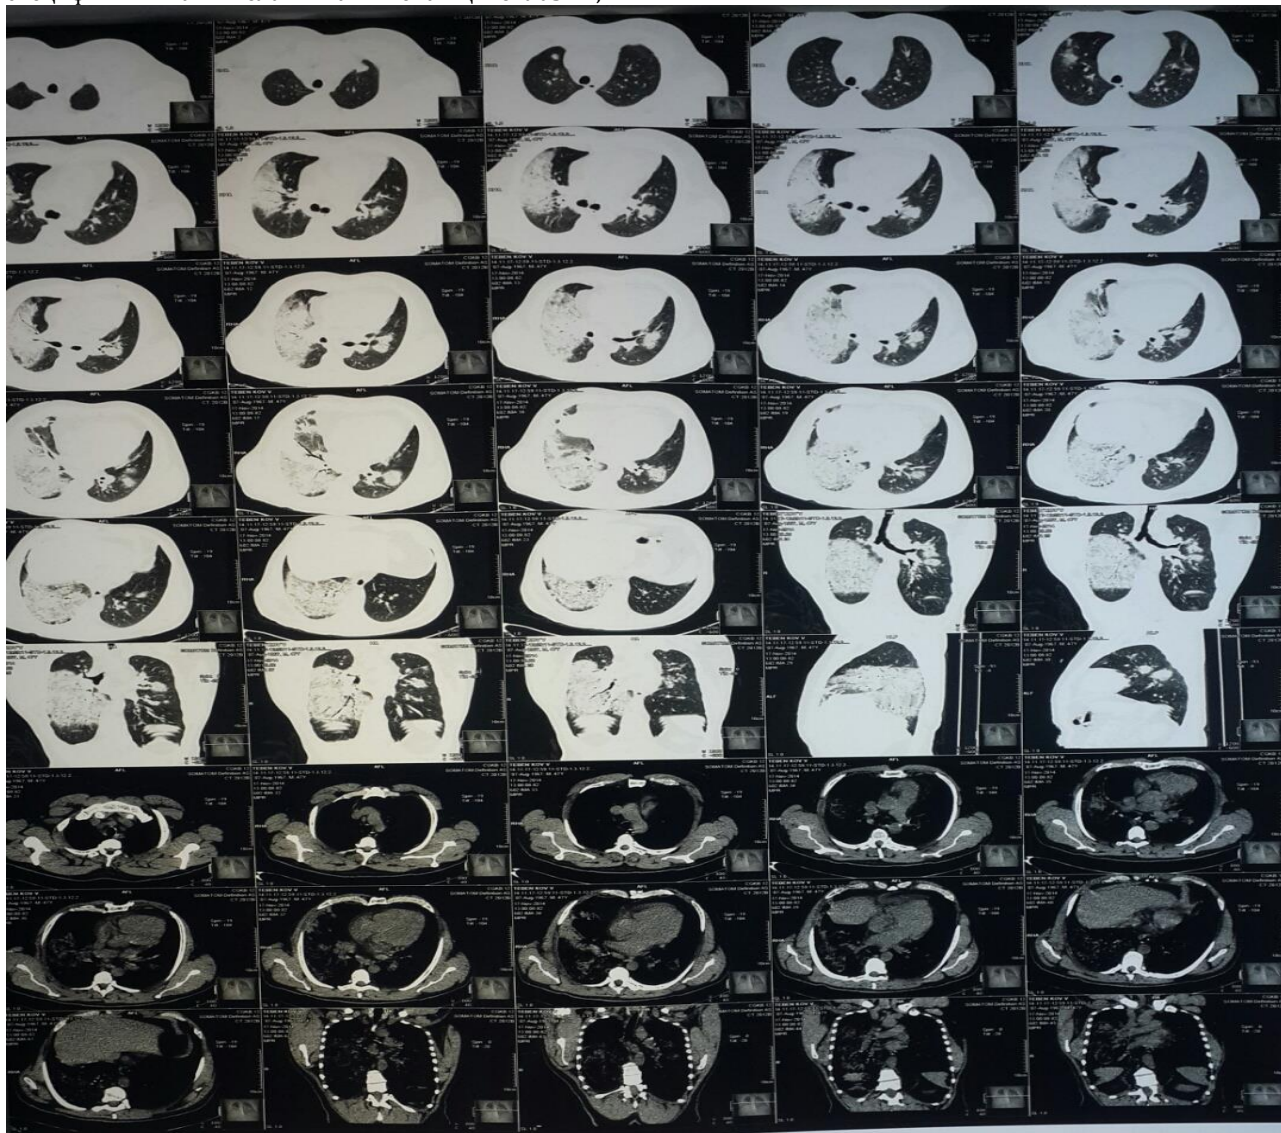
КТ органов грудной клетки пациента Т.
